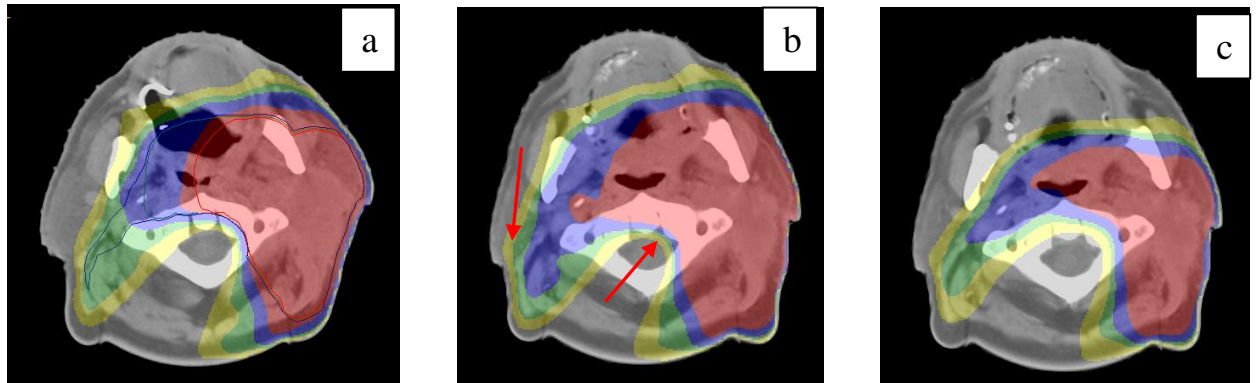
Tre sezioni tomografiche contenenti il punto di isocentro del trattamento ed alcune isodosi di riferimento. Il piano iniziale (a) e il piano ibrido (b) realizzato sulla nuova TAC suggerita dalla DIV, dove con le frecce si notano dosaggi sulla parotide e sul midollo. La (b) riporta il piano adattato sulla nuova TAC
